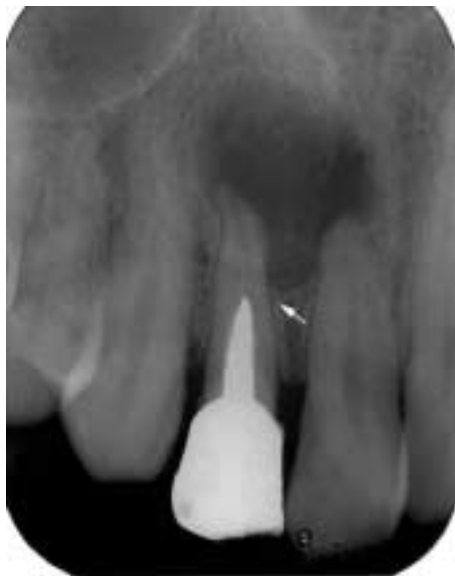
歯根 胞のデンタルX線写真：上顎側切歯の根尖部に単房性の 胞様透過像を認める．骨硬化縁は歯槽硬線と連続し(矢印)， 胞様透過像と歯根膜腔は連続している．根尖は斜めに吸収し，根管には不完全な根管充填剤がみられる．
